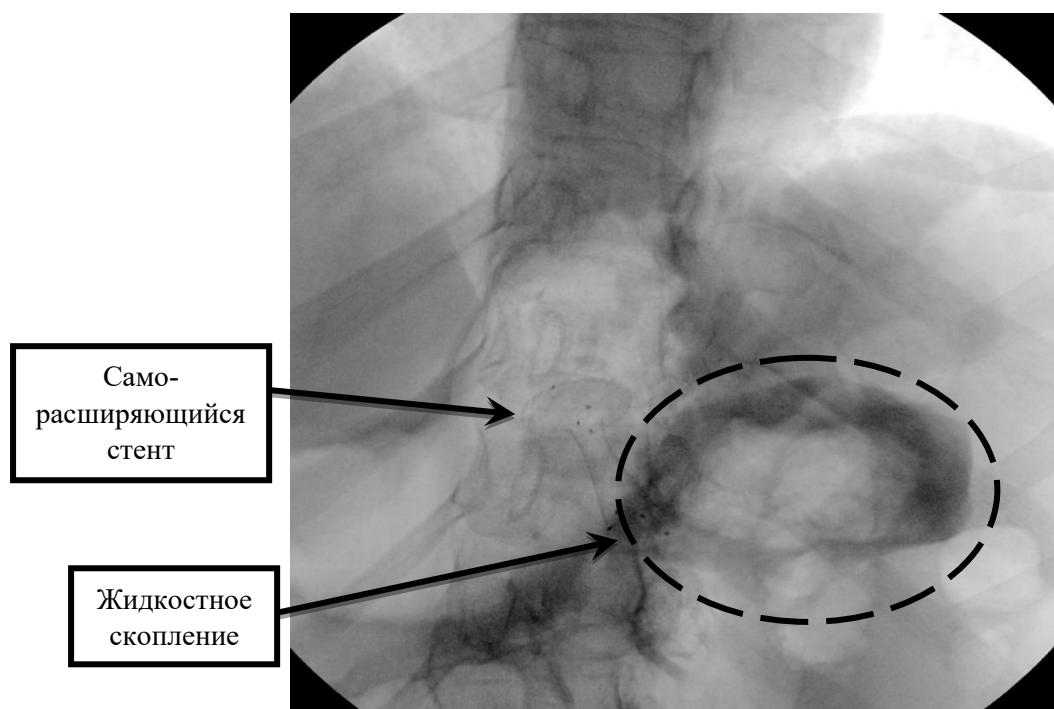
Рентгенограмма. Саморасширяющийся стент в просвете
